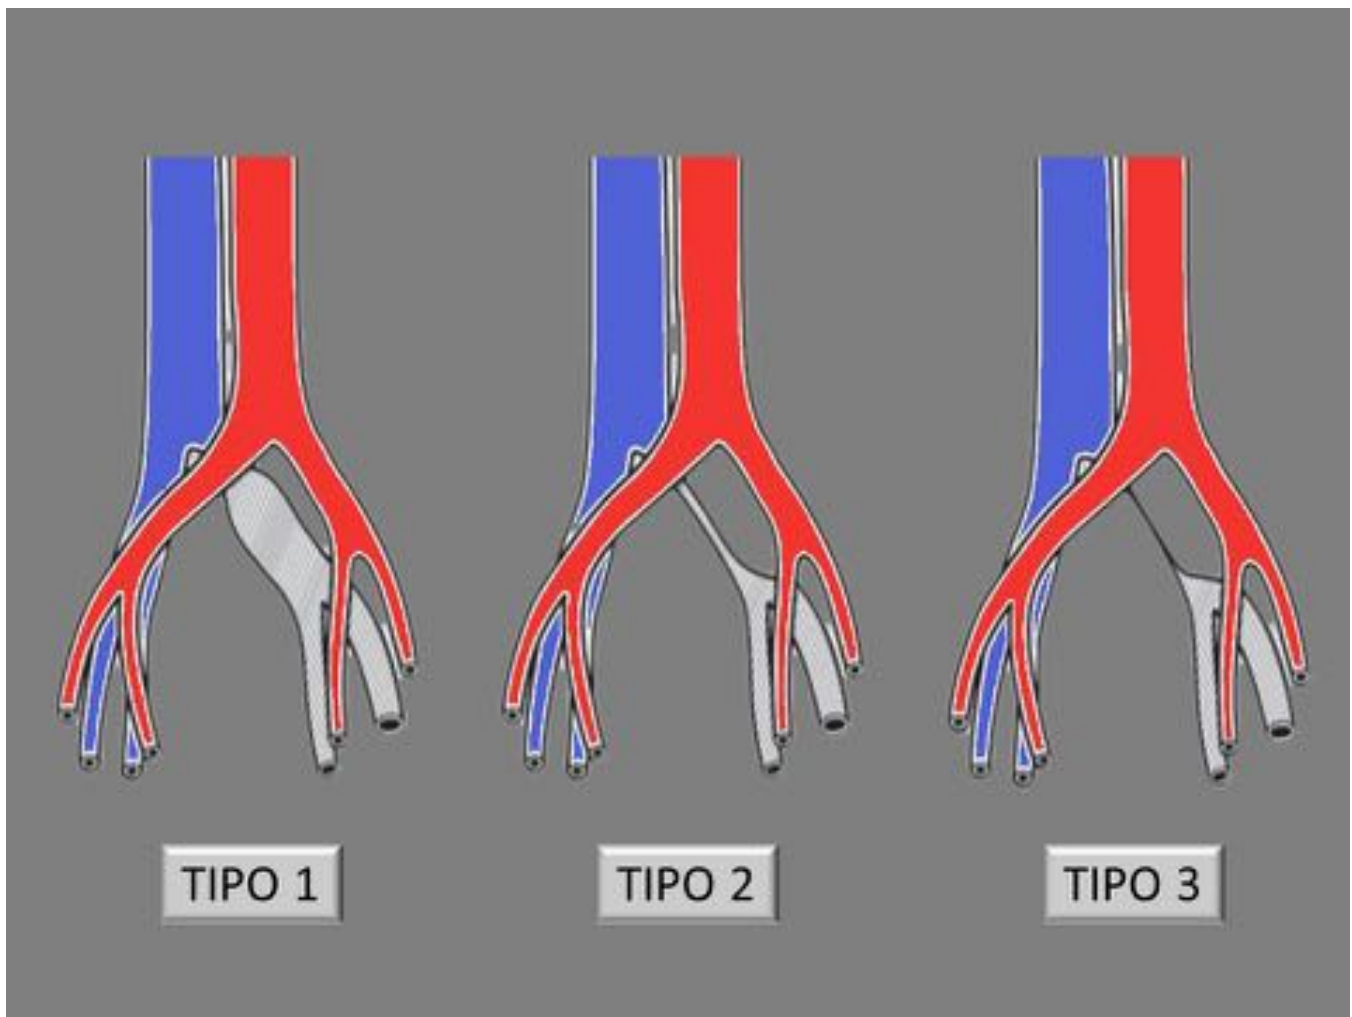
Síndrome de May-Thurner. Clasificación morfológica. Gráfico modificado de Jeon UB et. al. (2010) May-Thurner syndrome complicated by acute iliofemoral vein thrombosis: helical CT venography for evaluation of long-term stent patency and changes in the iliac vein. AJR Am J Roentgenol. 195(3):751-7.
